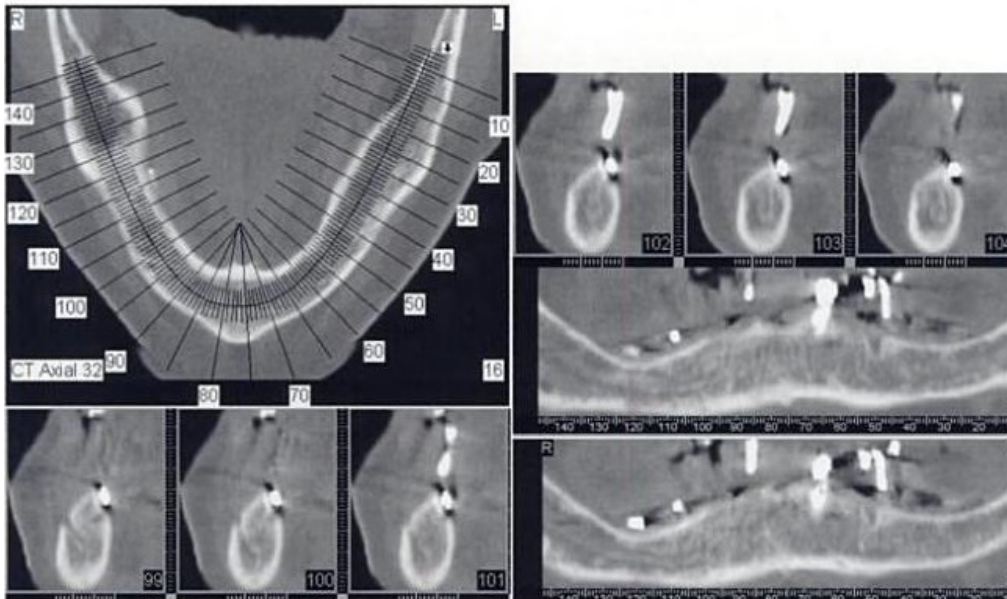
Tomografía Computarizada que muestra distintos cortes axiales mandibulares.¹
